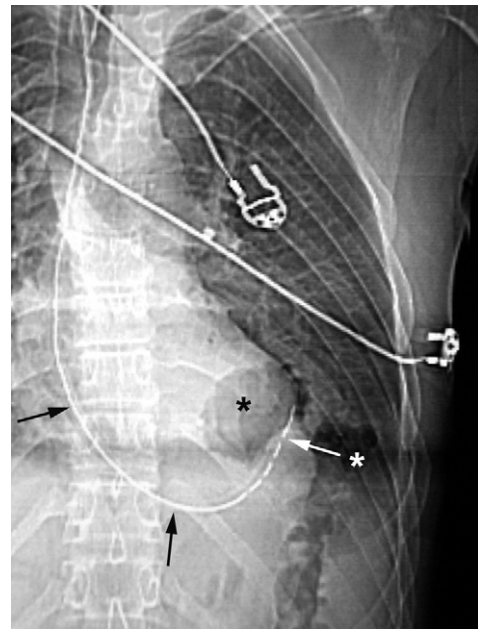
Rupture de la coupole diaphragmatique gauche avec ascension des clartés de la grosse tubérosité gastrique (astérisque noir) de l'angle colique gauche (astérisque blanc) et aspect en J inversé du trajet de la sonde œsogastrique (flèches). Radiographie thoracique de face.
